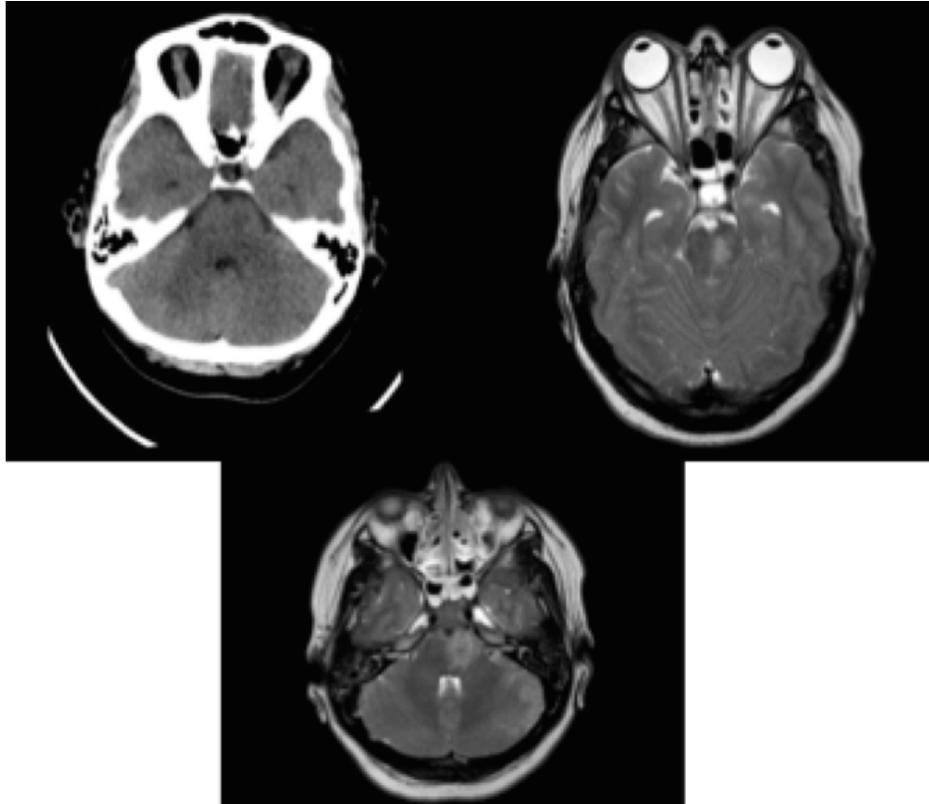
Imágenes de tomografía y resonancia magnética cerebral.
